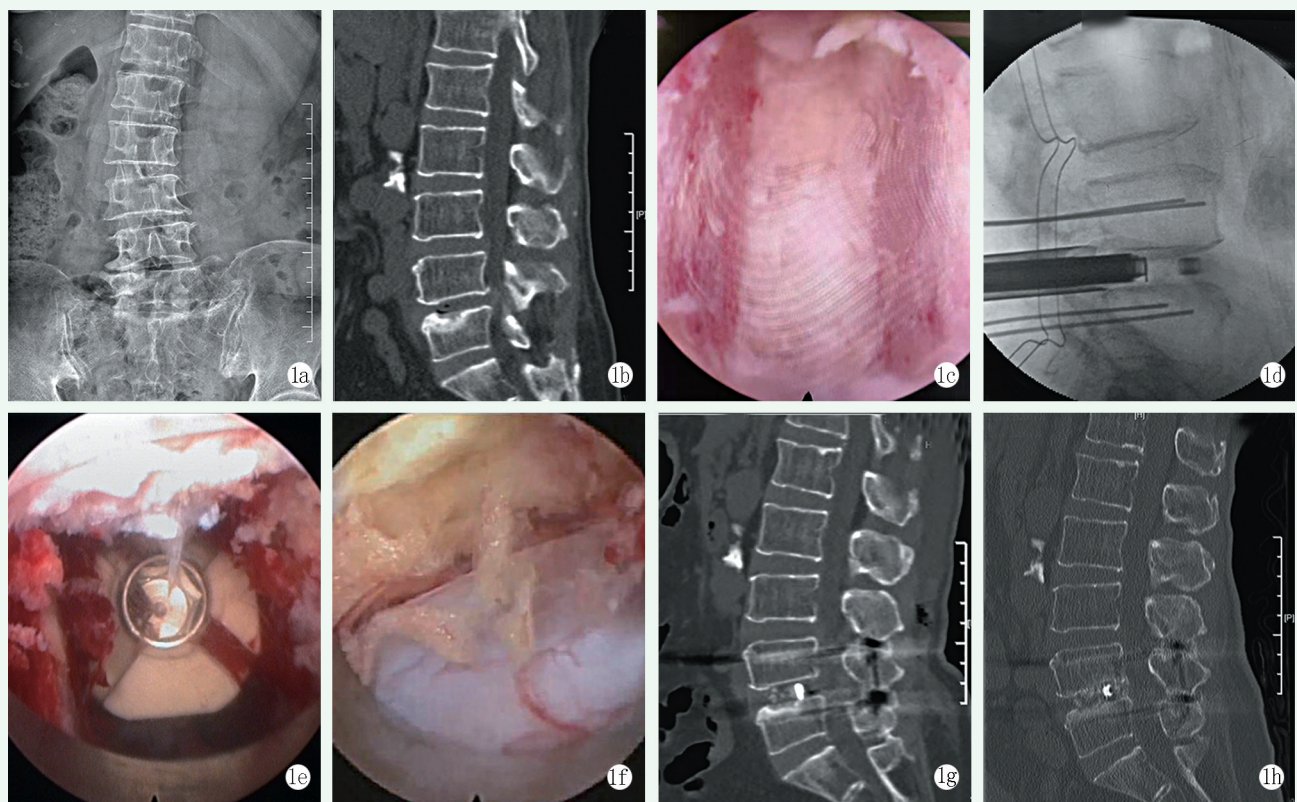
患者, 女, 67岁, 反复腰痛10余年, 加重伴右下肢放射痛、乏力10d 1a: 术前腰椎正位X线片见腰椎侧弯,  $L_1\sim S_1$  Cobb角  $14.0^\circ$  1b: 术前CT示  $L_4/5$  椎间隙变窄, 退变, 前凸角变小, 椎间盘突出 1c: 内镜下椎间隙骨面处理 1d: 通道下植骨及置入椎间可撑开融合器 1e: 镜下见融合器置入情况与走行根位置 1f: 镜下减压至对侧 1g: 术后3d CT示椎间隙高度增高, 前凸角增大 1h: 术后14个月CT显示椎间已融合
